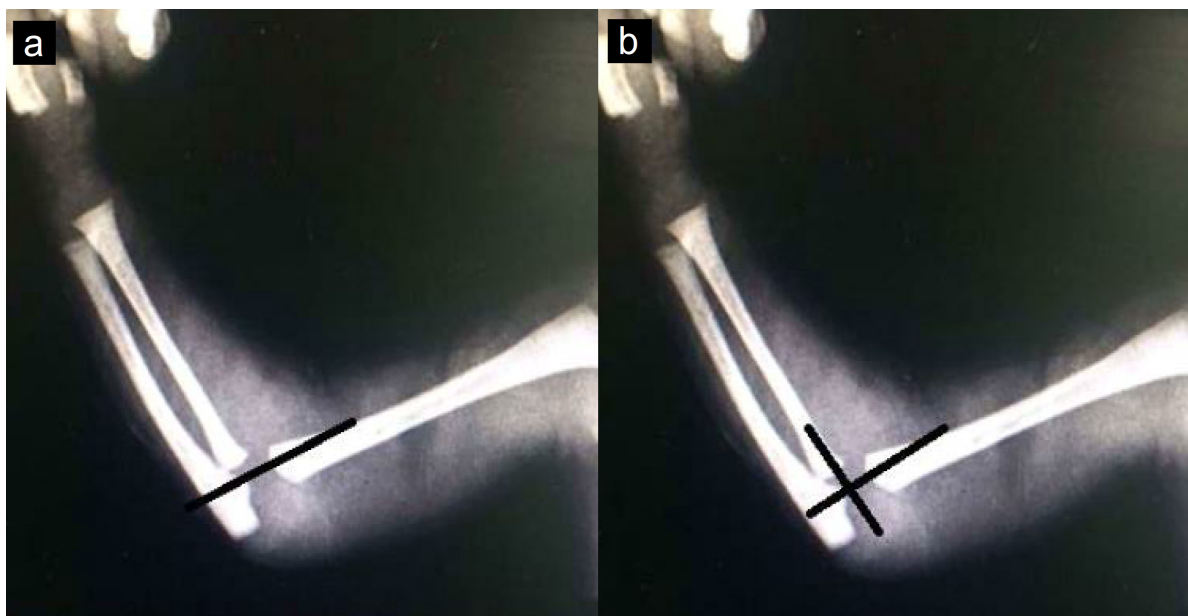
Radiografia em perfil de fratura epifisária distal de úmero. Imagem evidencia ausência de mineralização do centro de ossificação do capitulo
